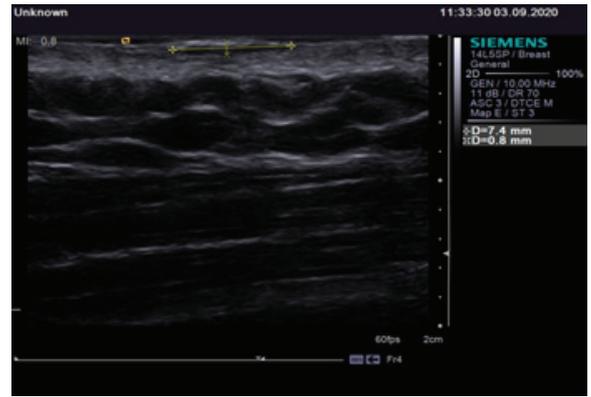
Ultrasound examination of the skin, the width of the tumor
